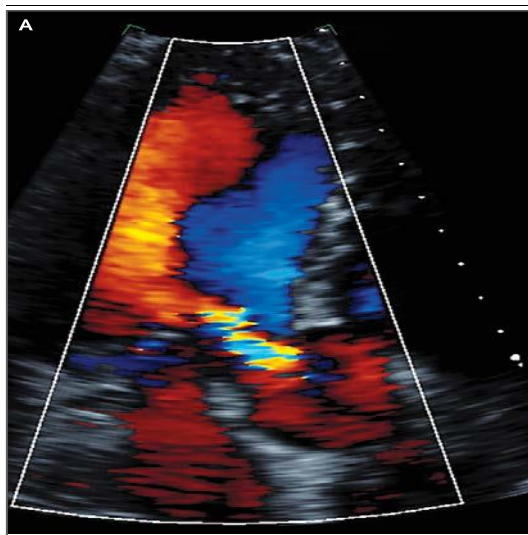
Initial Transthoracic Echocardiogram.
